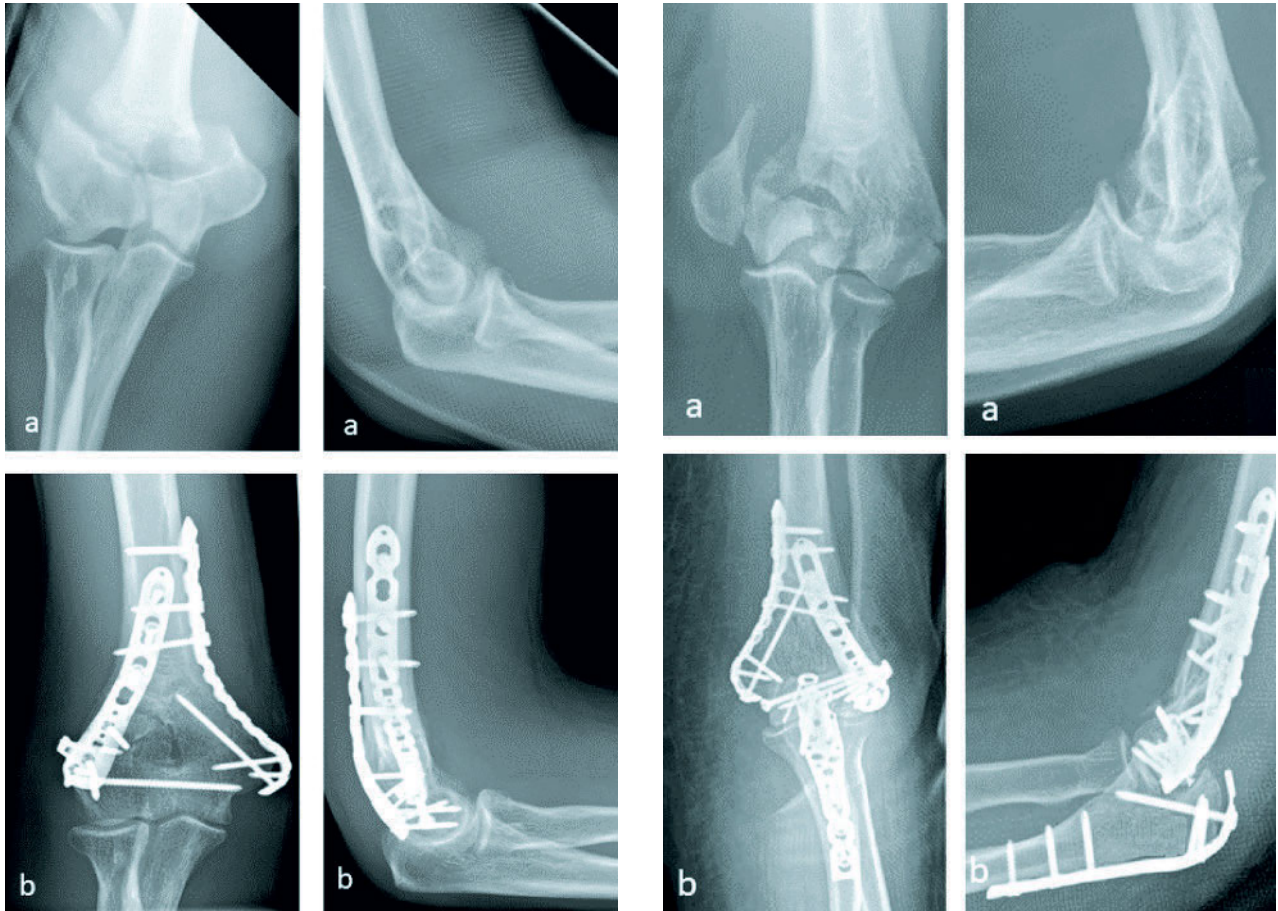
a Röntgenbilder einer vollständig intraartikulären distalen Humerusfraktur (Typ C1 nach AO) präoperativ und b postoperativ nach offener Reposition über einen paratrazipitalen (triceps-on) Zugang und Doppelplattenosteosynthese in 90°-Konfiguration
